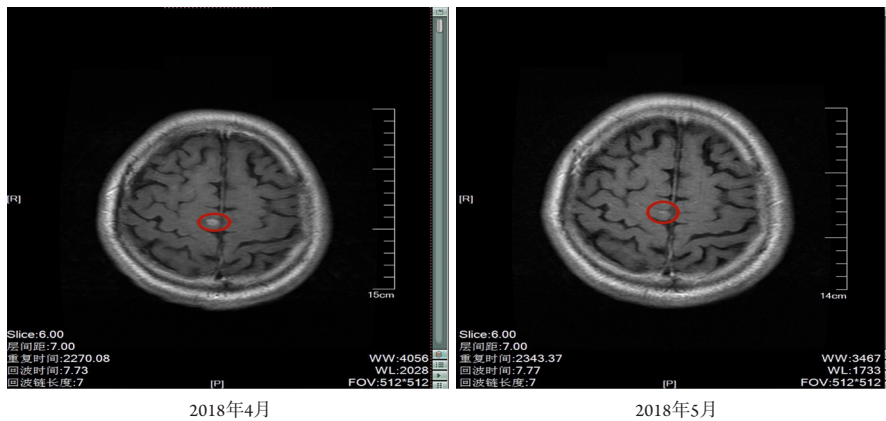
2018年4月与2018年5月脑MRI增强对比
